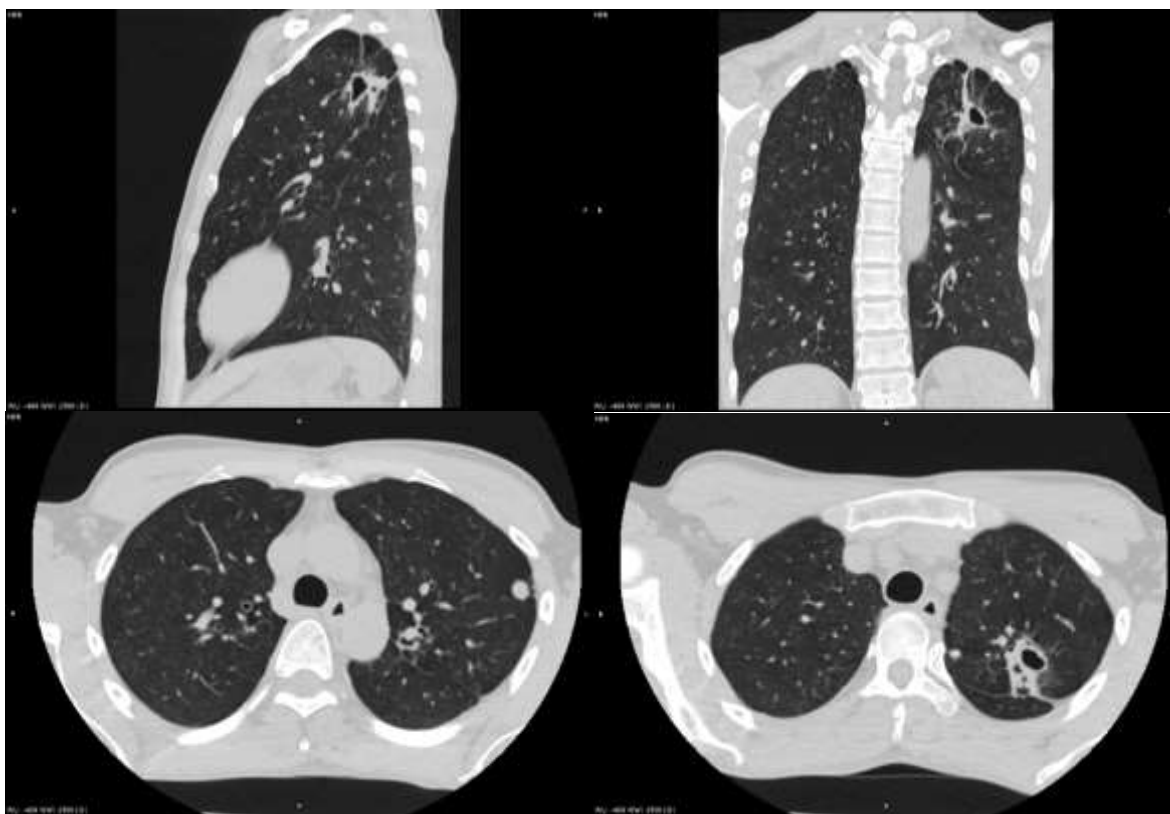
МСКТ ОГК больного Т., 34 лет, при поступлении
